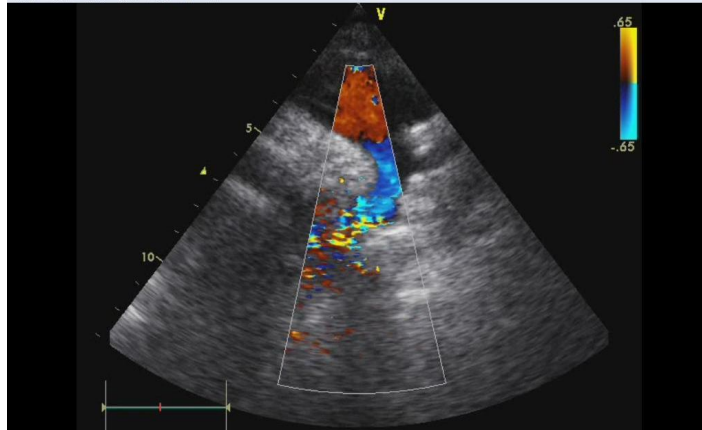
Echocardiographie transthoracique doppler couleur, coupe suprasternale grand axe du ventricule gauche montrant une disparition de l'aliasing en postopératoire.
